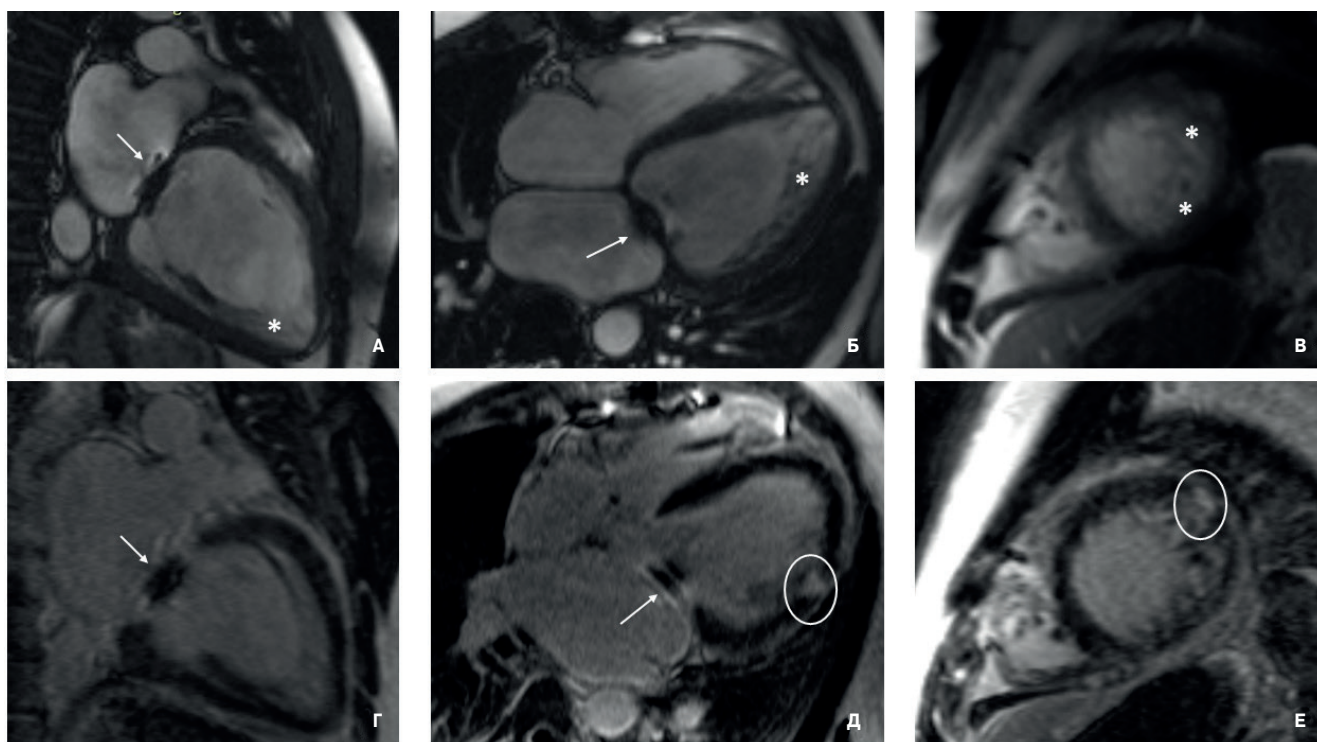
МРТ сердца пробанда в кино-режиме, SSFP-последовательность:
